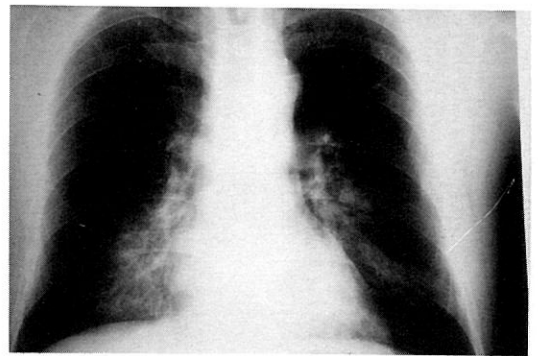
Chest radiograph of a patient with alveolar proteinosis shows fluffy, bilateral, perihilar alveolar infiltrates.
